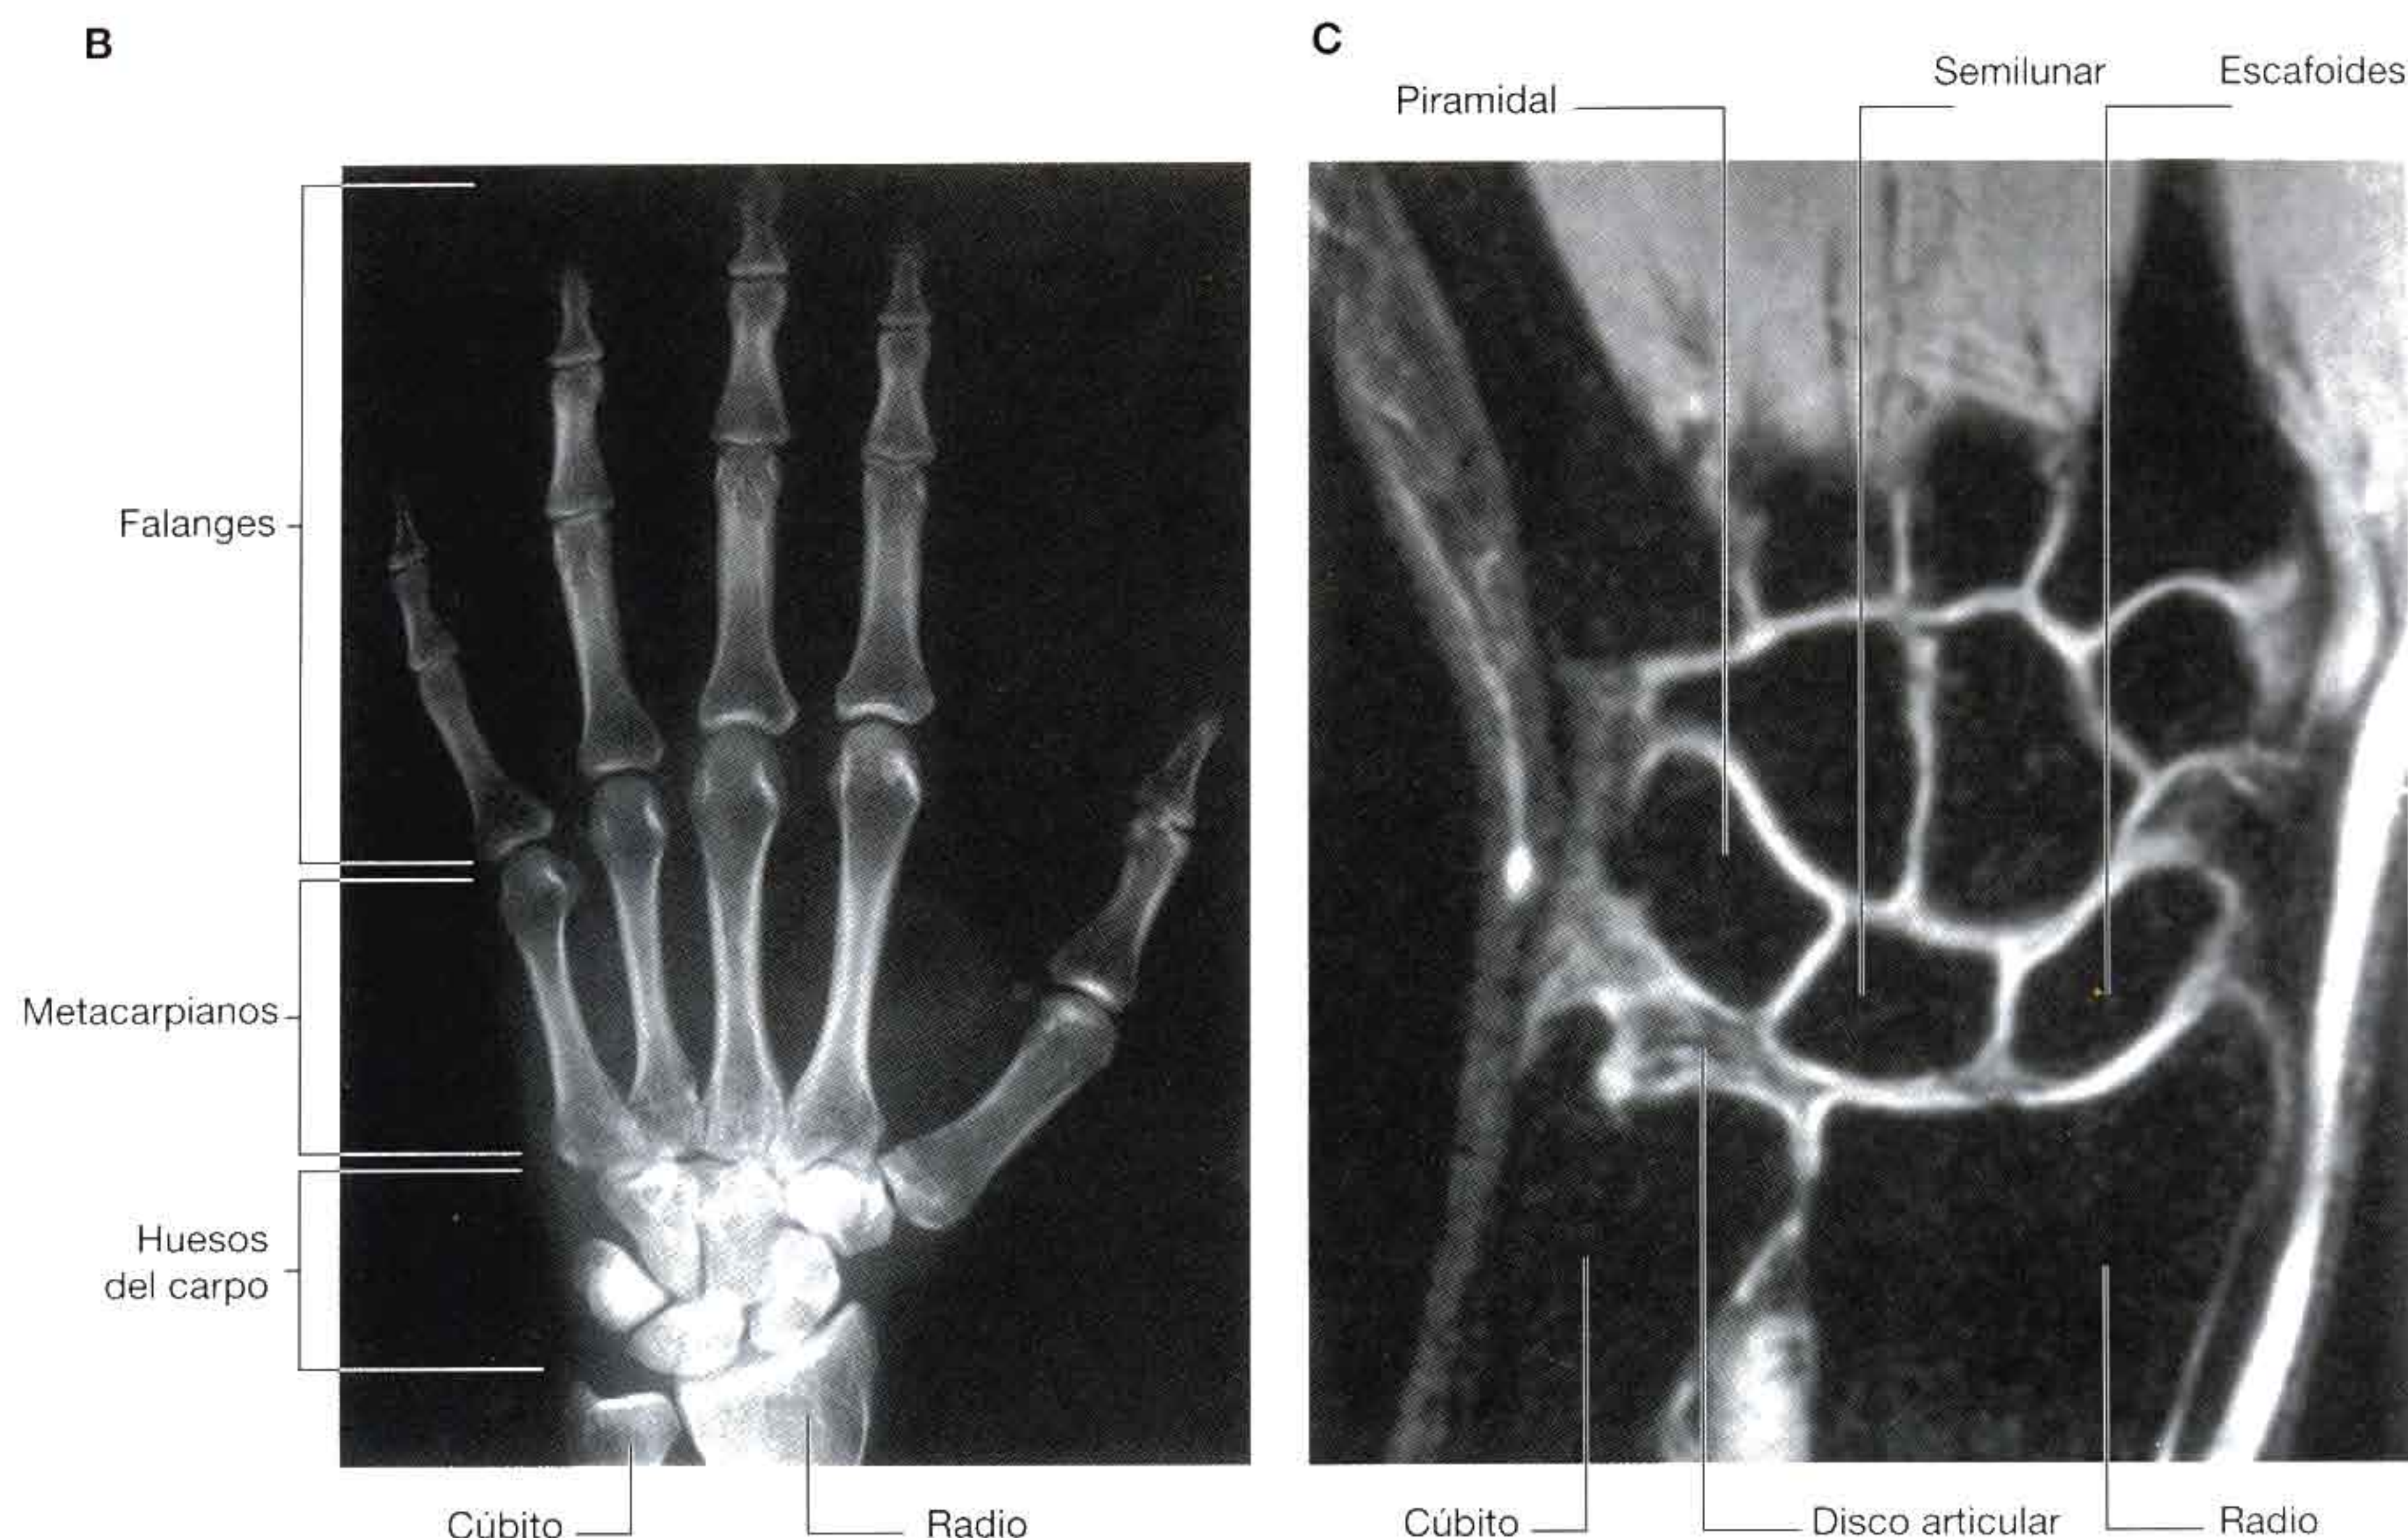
(cont.) Mano y articulación de la muñeca. B. Radiografía de una mano y una articulación de la muñeca normales (proyección anteroposterior). C. Resonancia magnética de una muñeca normal en el plano coronal.
